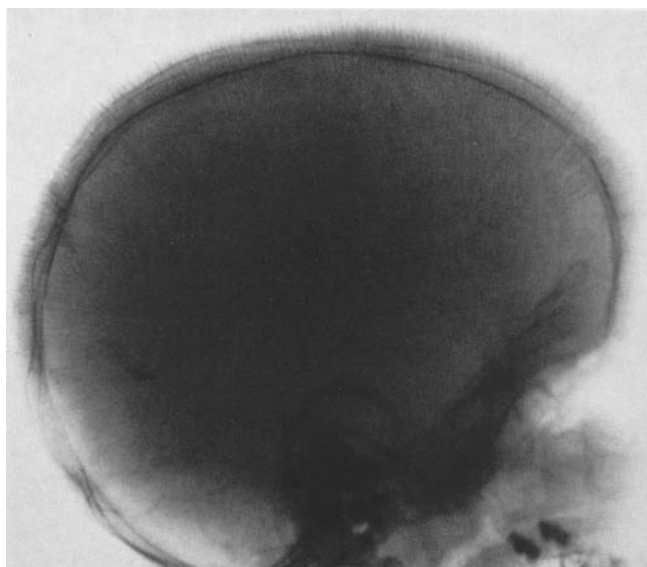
Laterales Röntgenbild eines Patienten mit Mittelmeeranämie und „Bürstensymptom“. Auflösung der Tubula externa und Auflockerung der äußeren Partien der Schädelknochen. Verdichtung der inneren Partien und Verdickung der Tubula interna. Verbreiterung der Schädelknochen nach außen. Radiale Streifung von besonders deutlicher Divergenz bzw. Konvergenz im Bereich des Stirnbeins. Weithin verlaufende horizontale Querlinien im Bereiche des Stirnbeins und der Scheitelbeine
